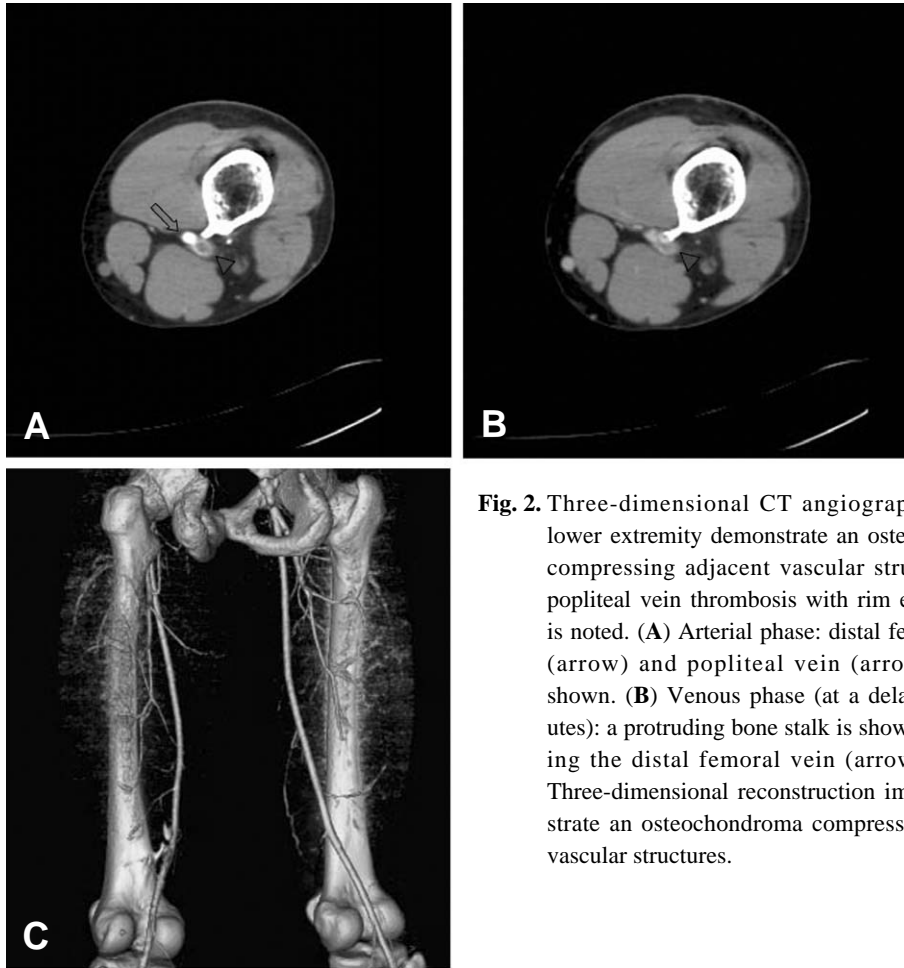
Three-dimensional CT angiographies of the lower extremity demonstrate an osteochondroma compressing adjacent vascular structures, and popliteal vein thrombosis with rim enhancement is noted. (A) Arterial phase: distal femoral artery (arrow) and popliteal vein (arrowhead) are shown. (B) Venous phase (at a delay of 5 minutes): a protruding bone stalk is shown compressing the distal femoral vein (arrowhead). (C) Three-dimensional reconstruction image demonstrate an osteochondroma compressing adjacent vascular structures.
